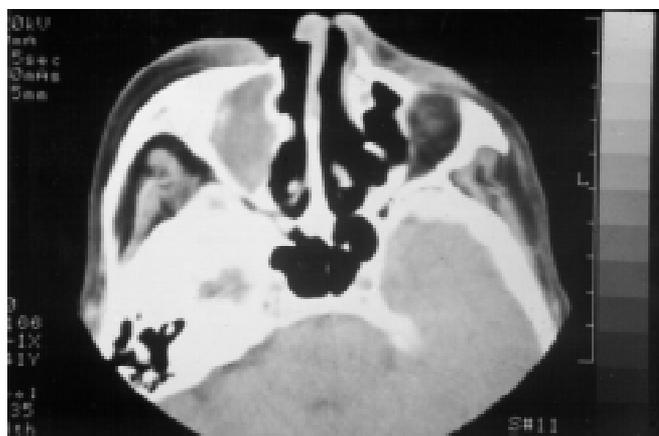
Caso 3: Tomografia computadorizada de crânio, com comprometimento de estruturas de partes moles do nariz e destruição de tecidos ósseo e cartilaginoso do septo nasal.
